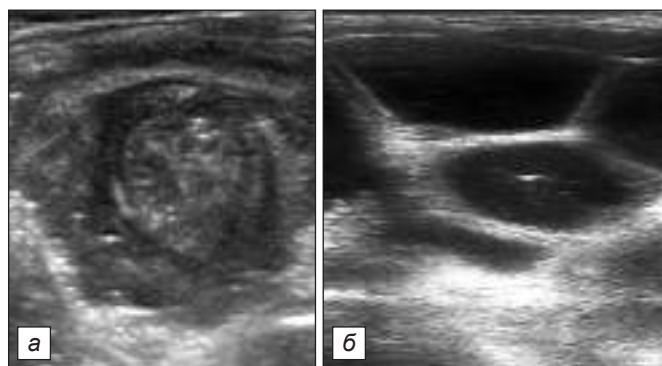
УЗИ: а – симптом «мишени»; б – симптом «сот».
